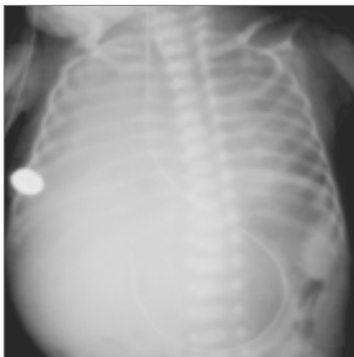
Рентгенографія органів черевної порожнини після встановлення кишкового зонда
